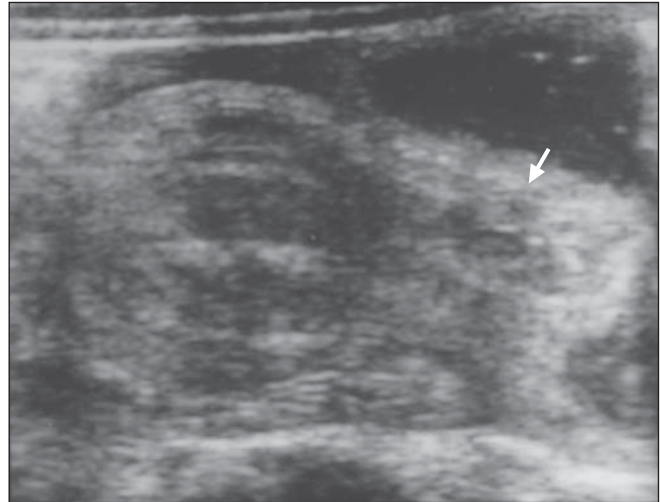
Ecografia evidenciando o sinal do “garfo” (seta) (A). Este achado é uma variante do sinal do “sanduíche” (B), caracterizado por três bandas hipoecóicas (correspondentes às pontas do garfo), separadas por duas linhas hiperecogênicas no ápice da intussuscepção.
